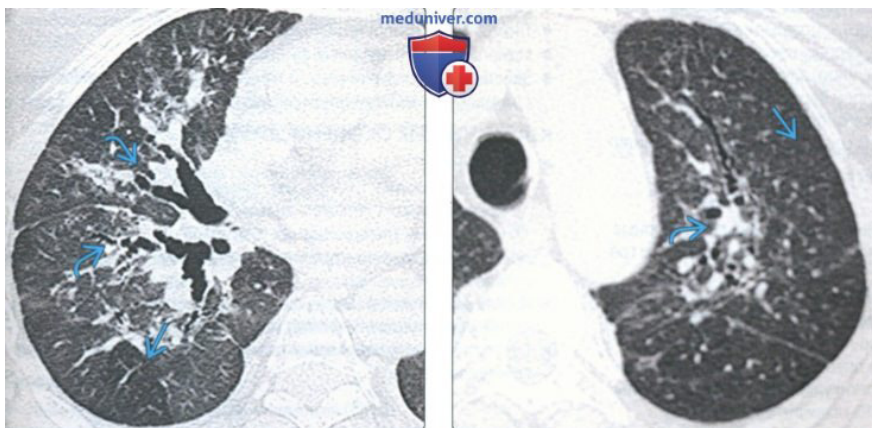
Справа на аксіальній КТ без КУ у пацієнта з перибронхіальним інтерстиціальним фіброзом визначається потовщення перибронховаскулярних тканин. Краї бронховаскулярних пучків нерівні. Визначаються також структурні порушення і слабо виражені ділянки «матового скла» з нечіткими межами у верхній частці лівої легені.
